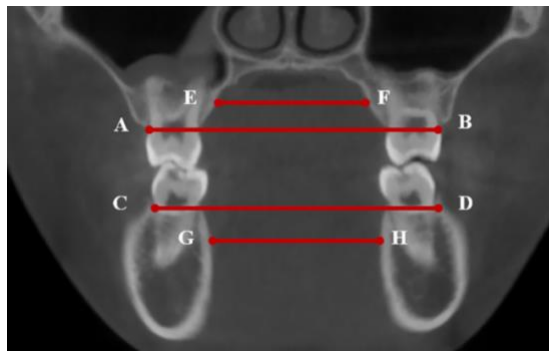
Corte coronal de CBCT. Distancia intermolar de los primeros molares superiores y angulación molar. (103)
